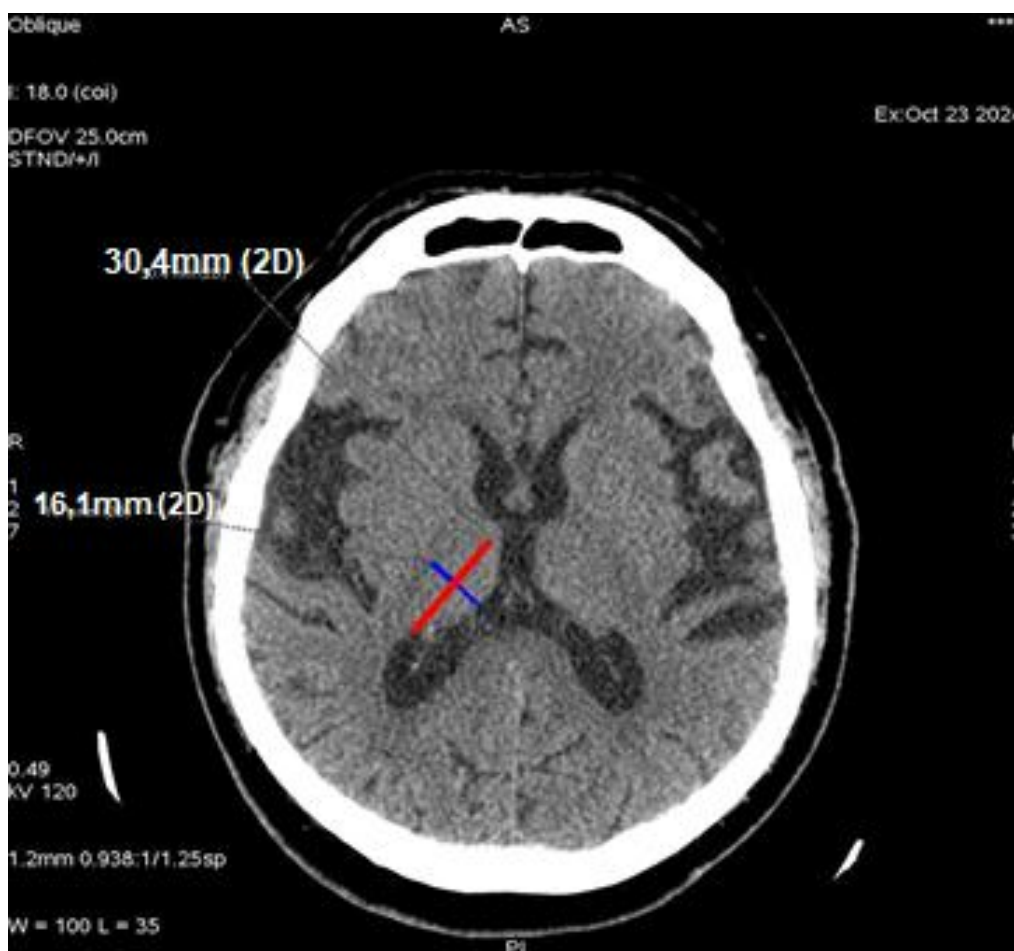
Измерение поперечного и продольного размеров таламуса на КТ
